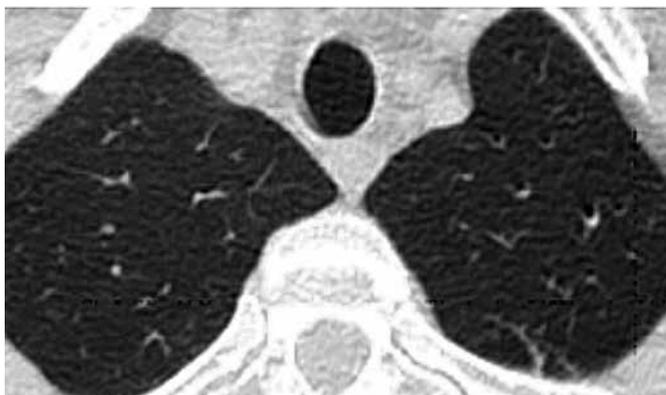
КТ грудной клетки: фиброз и единичные кальцинаты C_{1-2} левого легкого
